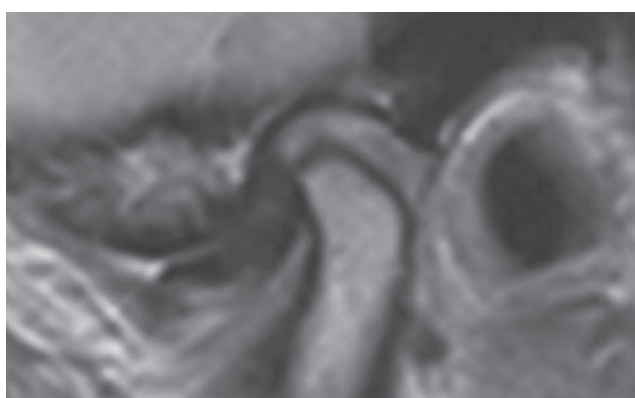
Пацієнт П., 49 р., жінка. МРТ правого СНЩС у КСП (PD). Часткове переднє зміщення суглобового диска (заднє потовщення диска знаходиться на 11 год умовного циферблату). Власні спостереження
